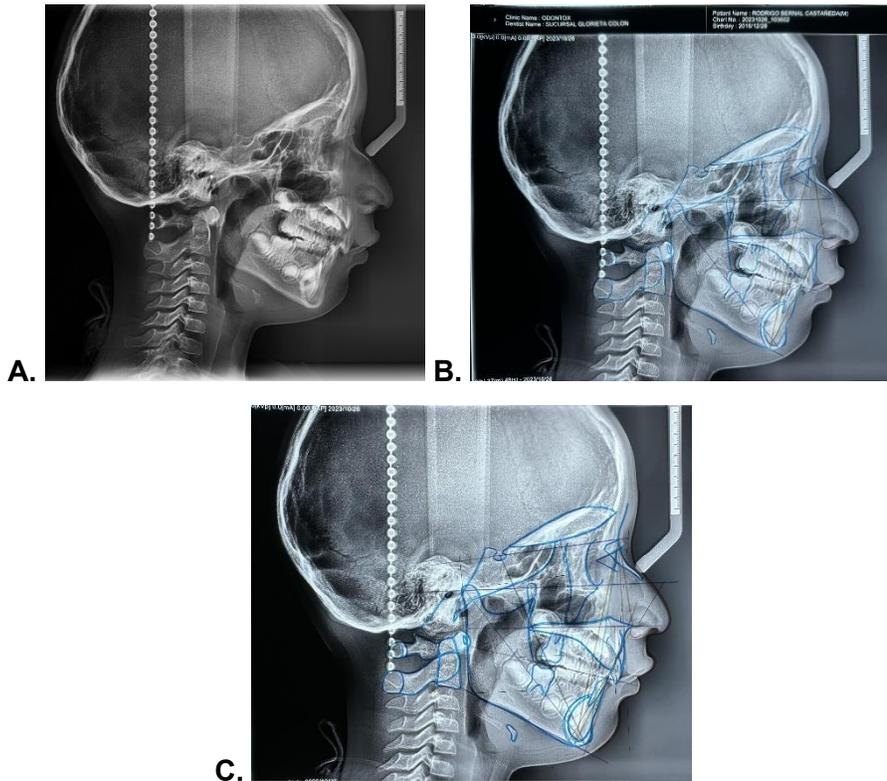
A. Radiografía lateral de cráneo B. Análisis lineal C. Análisis angular
